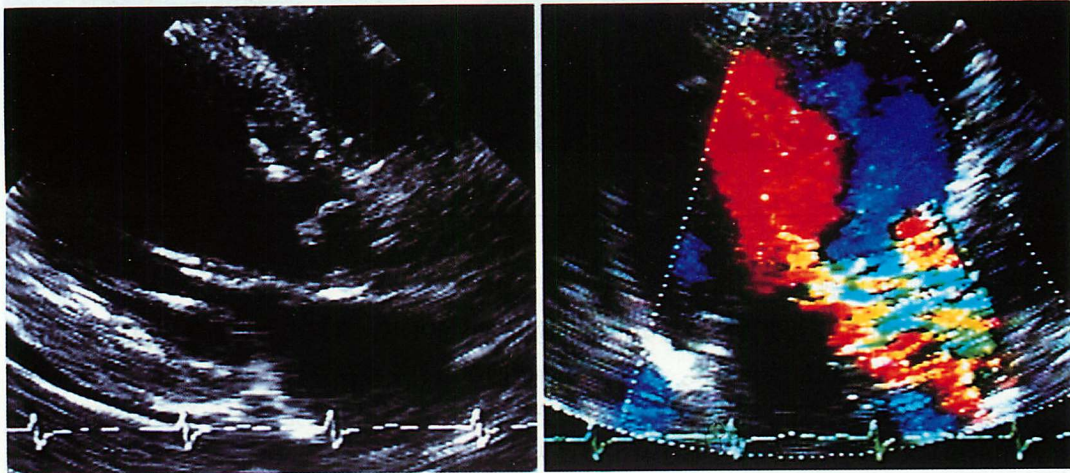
Transthoracic echocardiograms on admission showing prolapse of the right coronary cusp and severe aortic regurgitation
